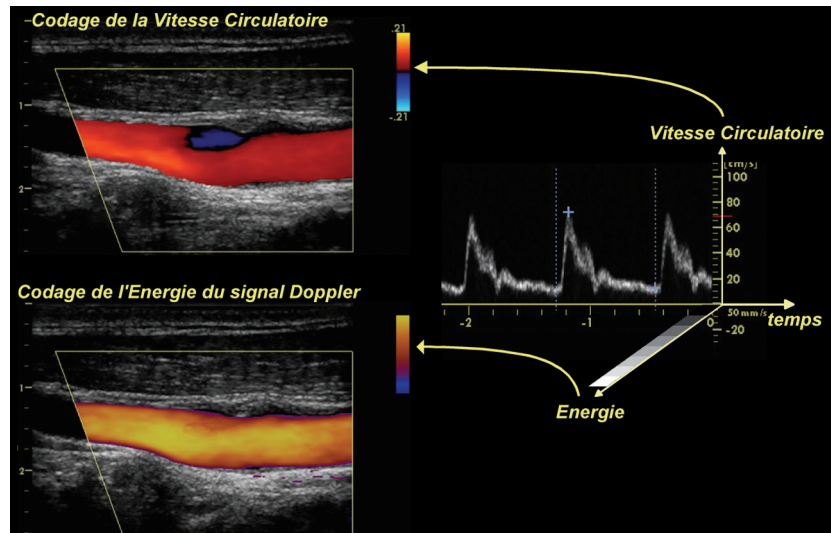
Image du bulbe carotidien avec une petite plaque sur le versant superficiel de l'artère. L'analyse spectrale présente l'évolution dans le temps de la fréquence Doppler (en ordonnées), proportionnelle à la vitesse circulatoire sanguine, et de l'énergie du signal Doppler (en échelle de gris), proportionnelle au nombre de globules rouges se déplaçant, dans le volume de mesure Doppler, à la vitesse correspondante. Le « Doppler couleur » conventionnel représente en couleur le sens et la vitesse circulatoires (en haut) tandis que le « Doppler énergie » code par la couleur l'énergie du signal Doppler, sans référence au sens circulaire ni à la vitesse (en bas).
